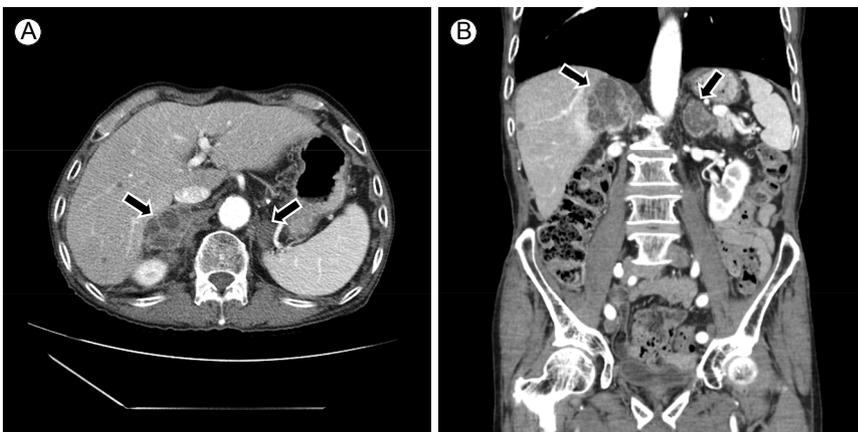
Adrenal CT scan (after 4 months of treatment). (A) The bilateral adrenal glands were further enlarged in size (arrows). (B) The sizes of the adrenal glands were 6.1 × 3.1 cm (right) and 3.3 × 2.8 cm (left) (arrows). CT, computed tomography.
